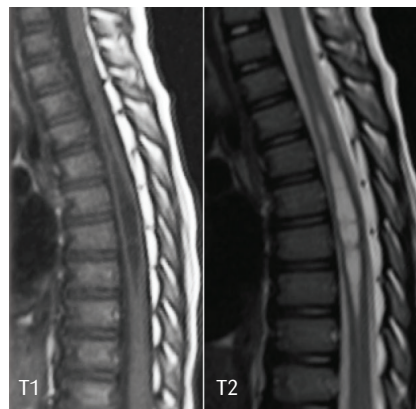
Thoracic spinal MRI with T1 and T2 sequences compatible with syrinxes at T5-T10
